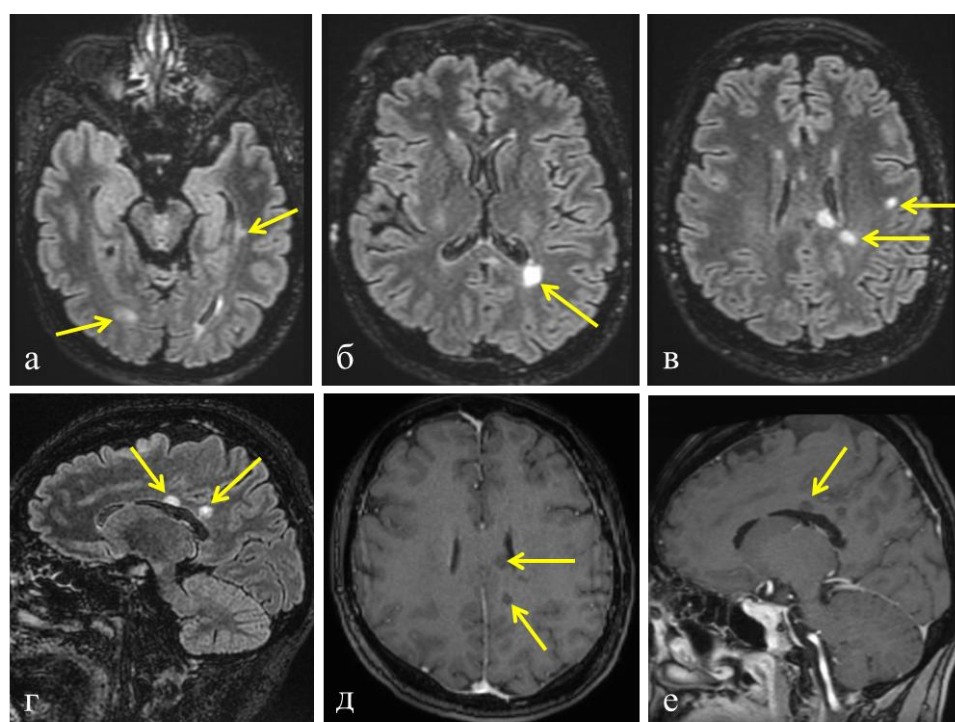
МРТ головного мозга от 03.05.16 в режимах T2FLAIR (а-г), T1 после введения контрастного вещества (д,е)
